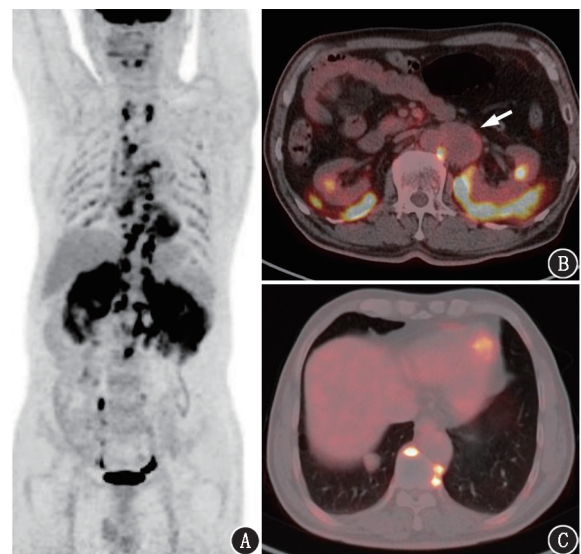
腹膜后副神经节瘤患者(男,67 岁)<sup>18</sup>F-FDG PET/CT 显像图。MIP 图(A)示全身棕色脂肪代谢增高,融合图像(B)示腹主动脉左旁代谢稍高肿物(箭头示)以及双肾周棕色脂肪代谢增高;肺窗融合图像(C)示右肺下叶转移灶
